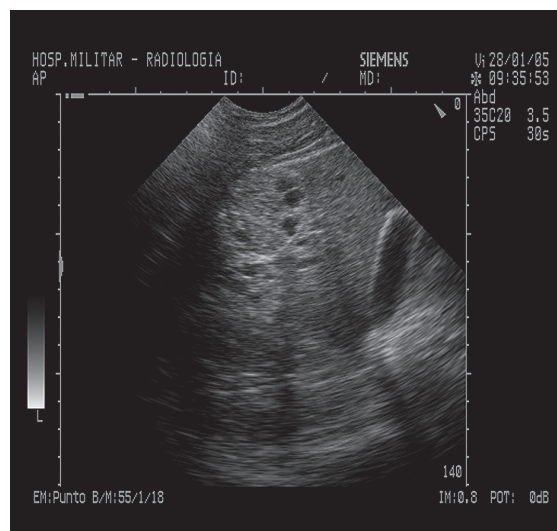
Ecografía hepática. Imagen quística bien definida a nivel hepático con múltiples quistes en su interior
